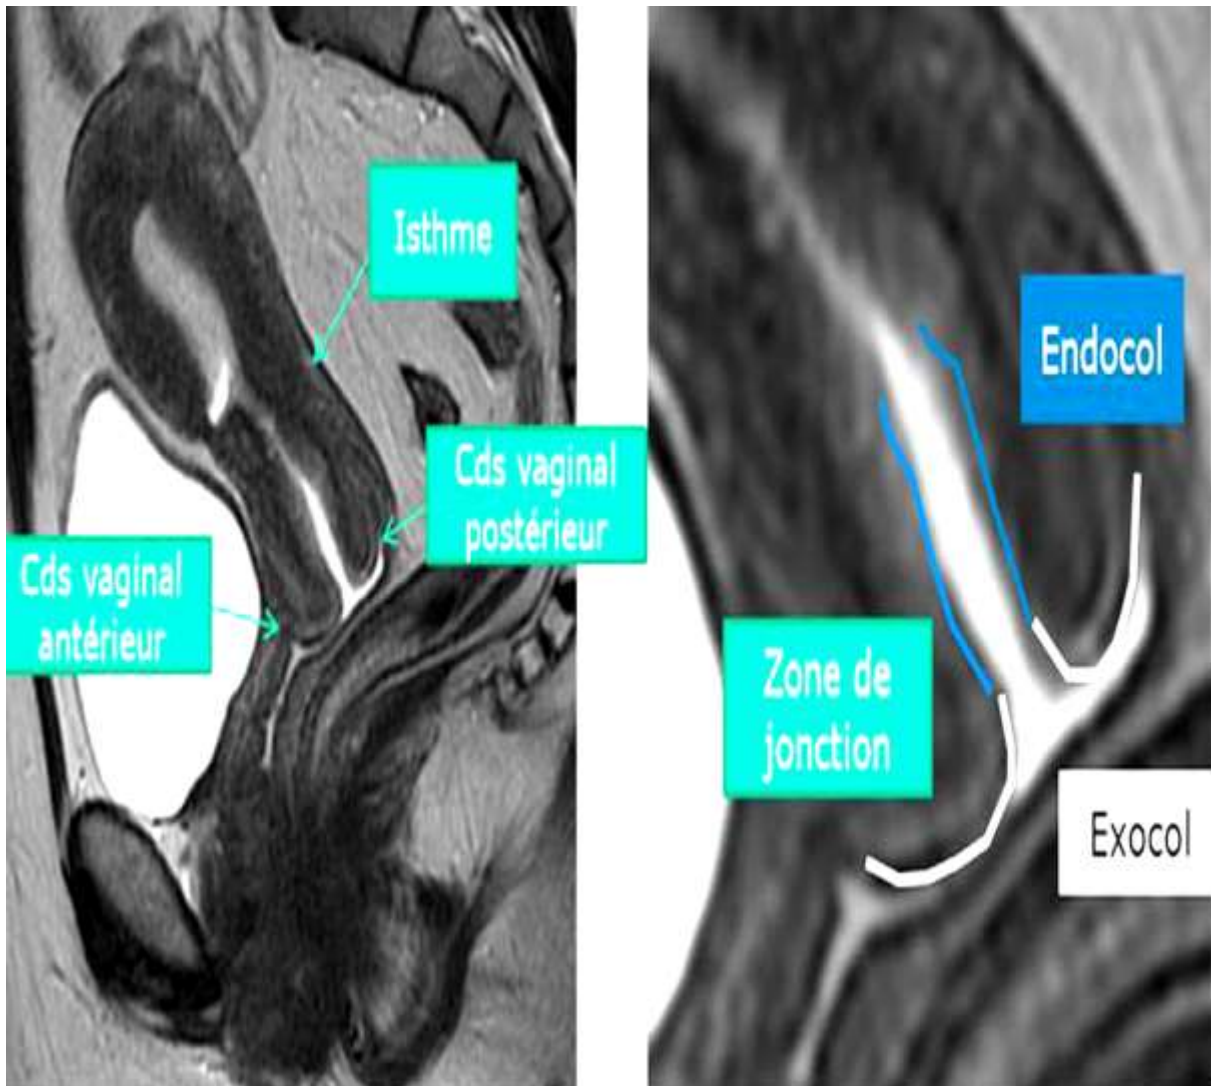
Anatomie cervicale : Endocol, de l'exocol et de la zone jonctionnelle. IRM, coupe sagittale, séquence pondérée en T2 ; Cds :cul-de-sac.
